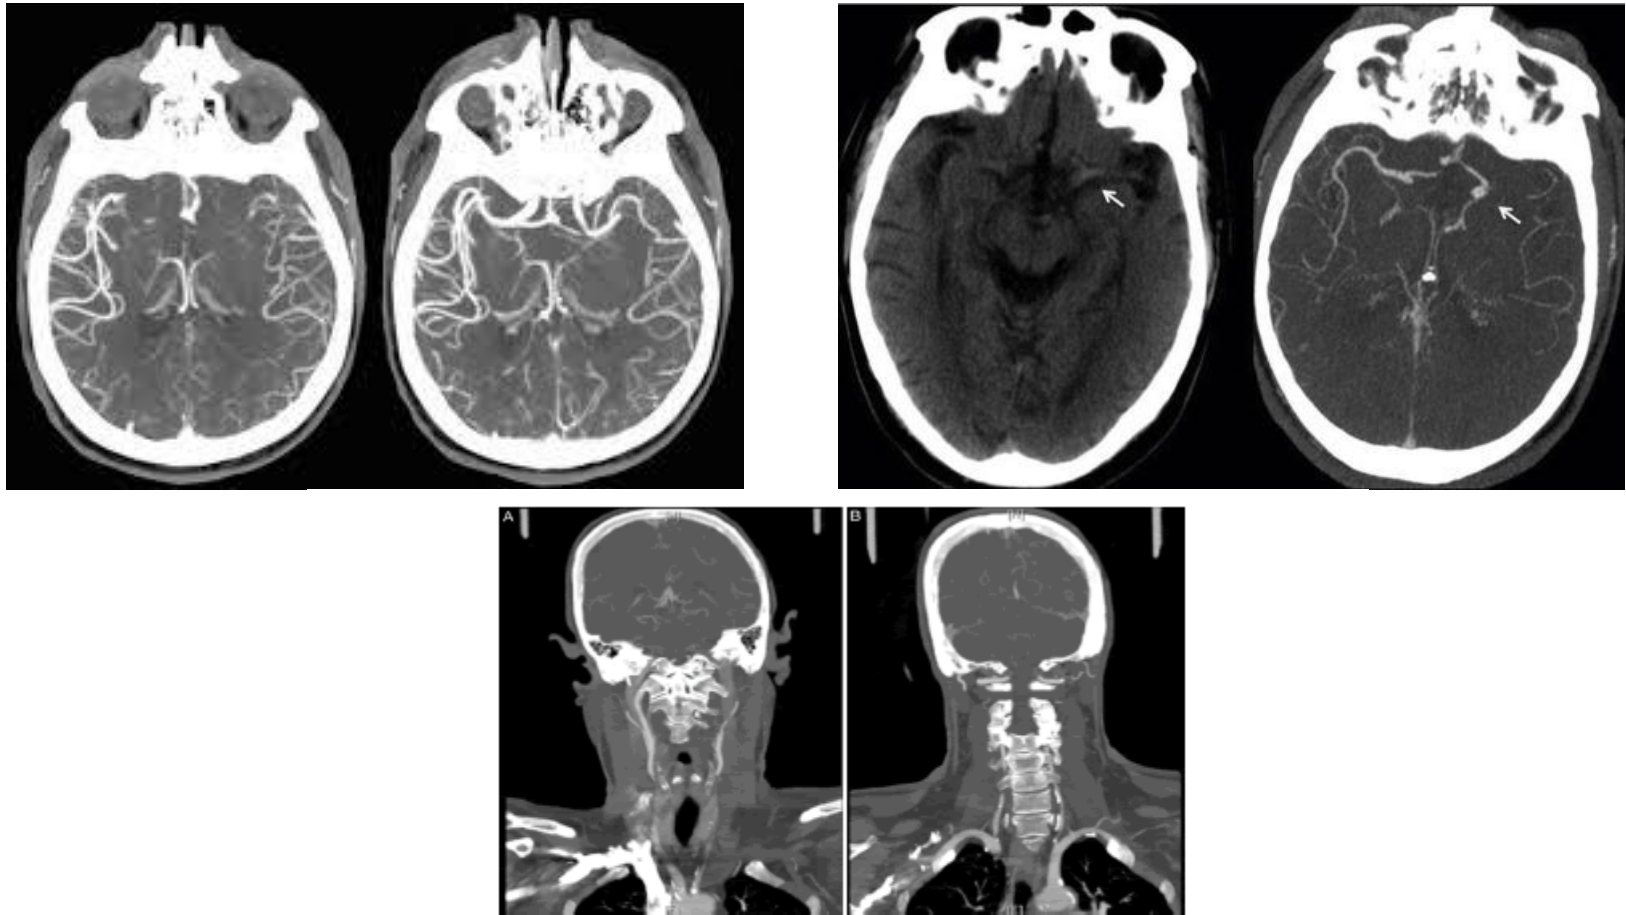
Computed tomography (CT) angiography of neck depicting (A) complete left ICA occlusion, 50% right ICA stenosis, and (B) multi-segment disease of the left vertebral artery (VA).
